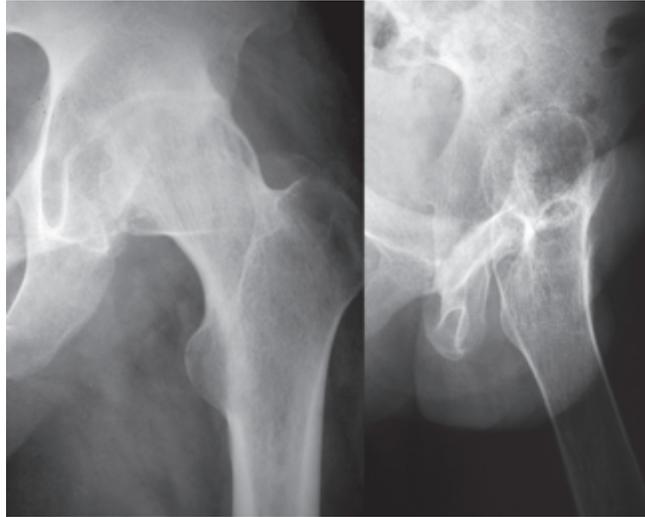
Рентгенограммы левого тазобедренного сустава пациента 32 лет с анкилозирующим спондилитом и преимущественным поражением левого тазобедренного сустава
